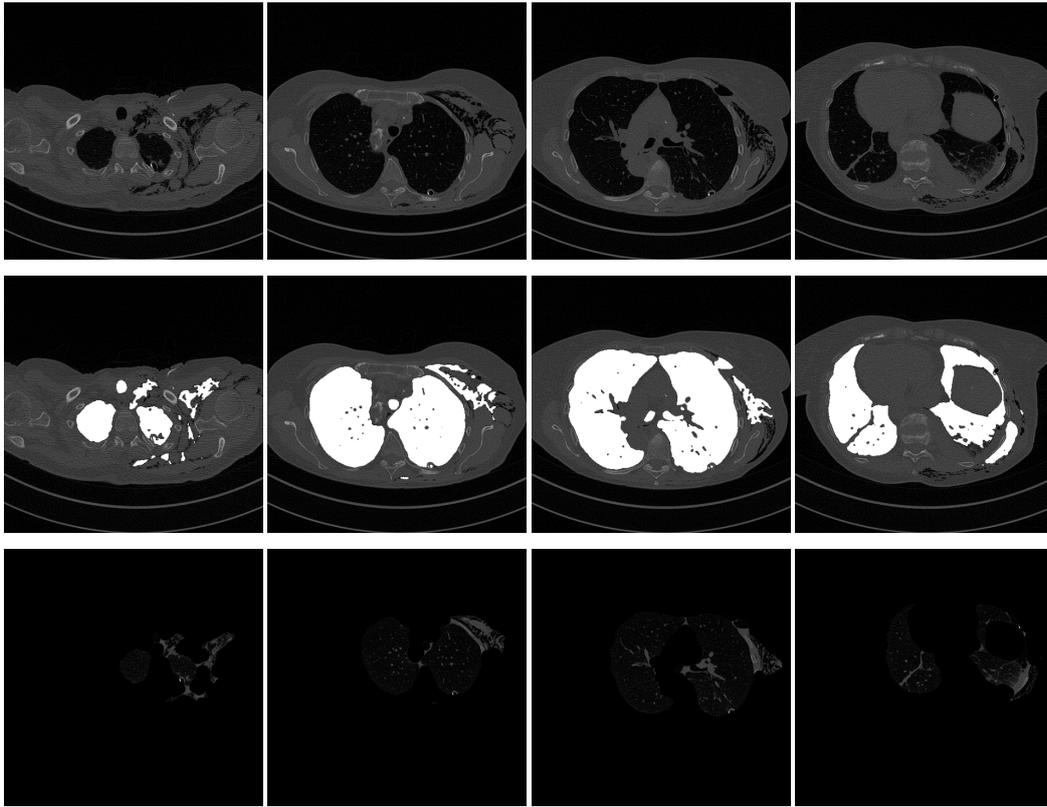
CT-Schnittbilder eines Patienten mit Luft in lungennahem Weichteilgewebe
